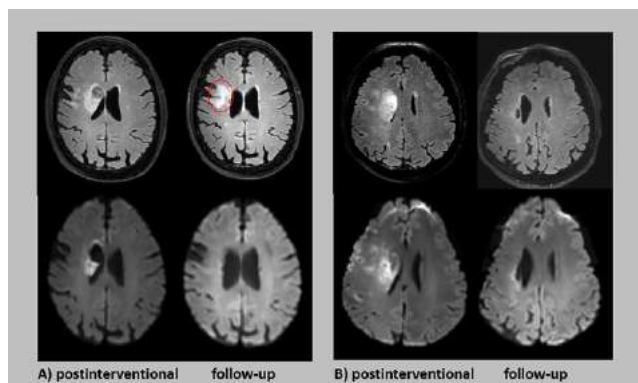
97 images of patients after mechanical recanalization of a large vessel occlusion of the anterior circulation in the postinterventional (3 days) and follow-up stage (3 months). Representative examples of patients with (A) and without (B) lesion growth in the follow-up imaging after three months, shown in the upper row (FLAIR images). No diffusion restrictions were seen in the follow-up (DWI images, bottom row)
